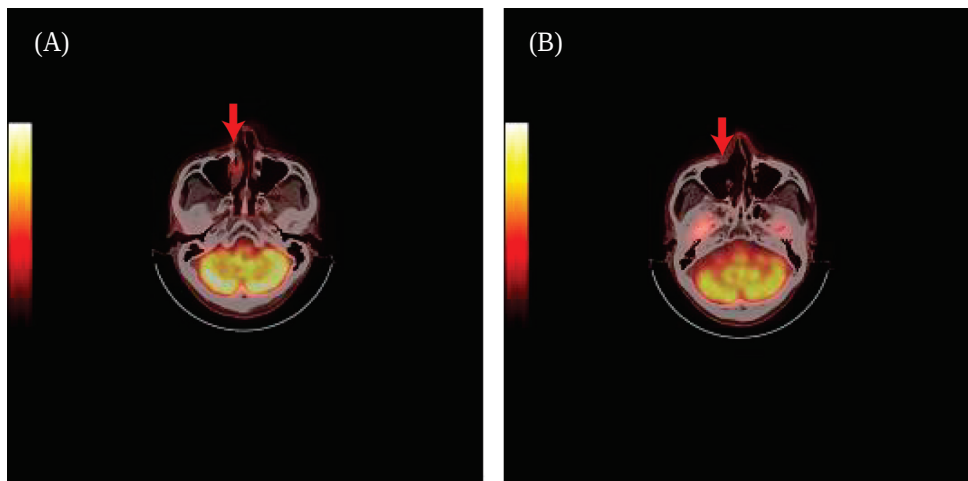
Transaxial fused PET/CT of the paranasal sinus. The right nasolacrimal duct area showed increased FDG uptake (arrow) (A). Follow up FDG PET/CT, postoperative 12 months later, there was no evidence of locoregional recurrence (arrow) (B).
